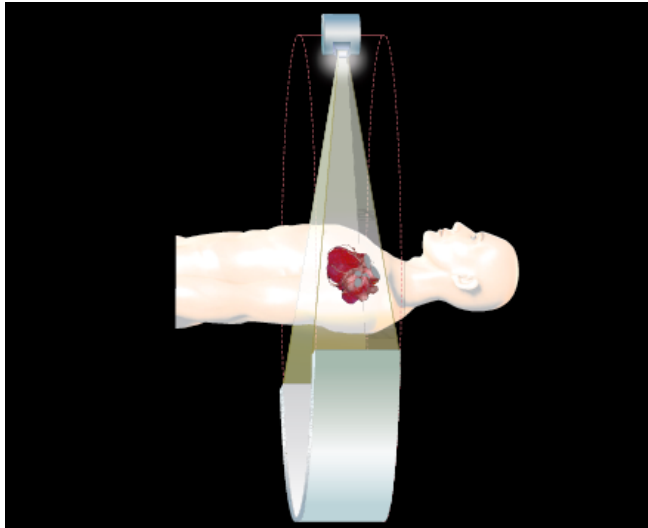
Scansione di Cardio-TC con metodica TC a 640 strati che, anche grazie alla copertura di un volume ampio 16 cm, consente l'acquisizione completa del cuore in un tempo inferiore ad un singolo battito cardiaco.
